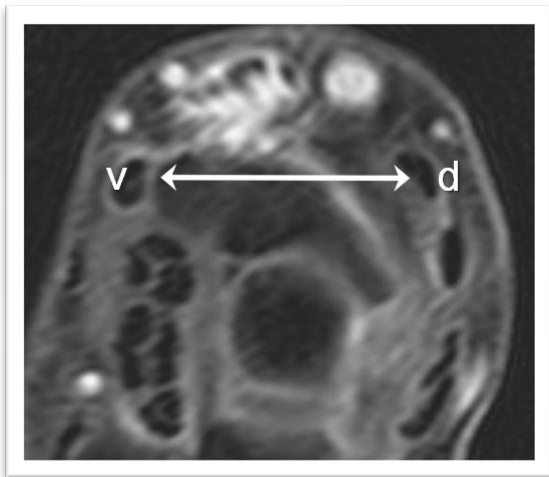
MRT bei akuter Tendovaginitis de Quervain, Septum des Ersten Strecksehnenfaches, transversale Aufnahmeserie (Beispiel 2)
